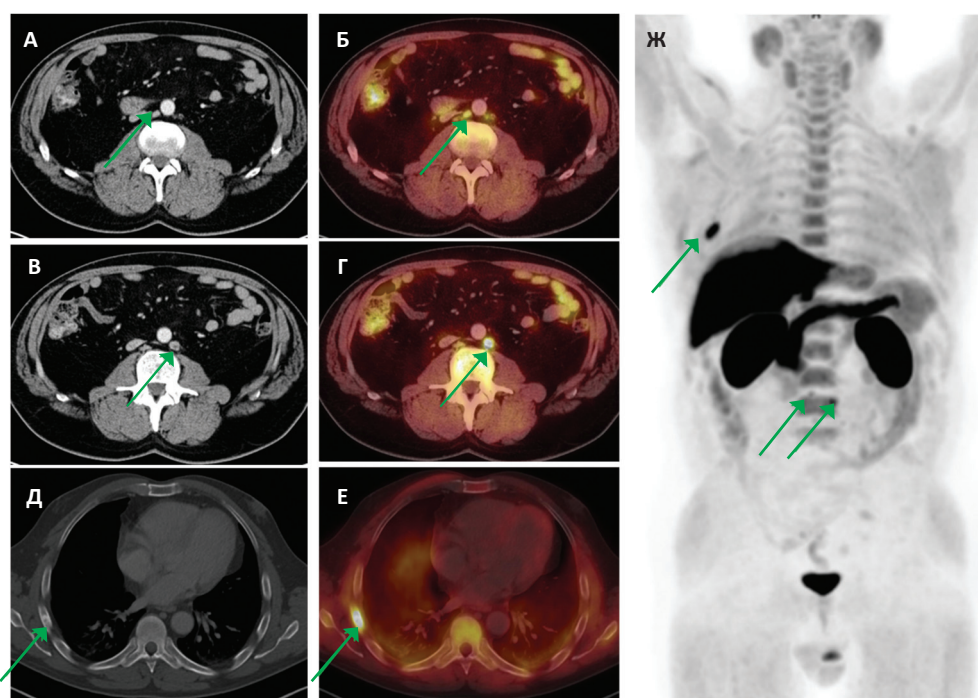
Биохимический рецидив РПЖ после радикальной простатэктомии, метастазы в забрюшинных лимфатических узлах и задне-боковом отрезке 6 ребра справа. КТ (А, В, Д) и ПЭТ/КТ (Б, Г, Е) изображения в аксиальной проекции; Ж – ПЭТ-реконструкция (МР) всего тела. Определяются очаги патологического накопления ^{18}F -фторхолина в забрюшинных лимфатических узлах на уровне L2–L4 (А, Б, В, Г) с maxSUV 7,26 до 1,3 см, в задне-боковом отрезке 6 ребра справа (Д, Е) с maxSUV 10,59, соответственно зоне смешанной деструкции по КТ
